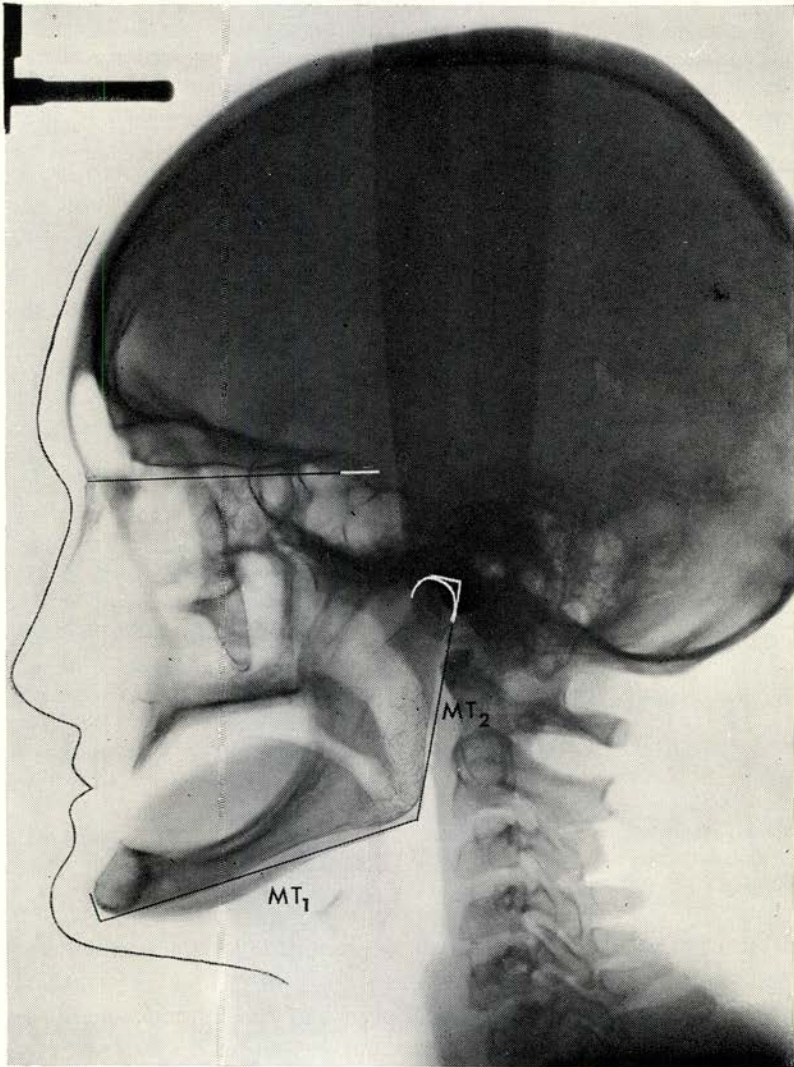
geeft de laterale röntgenschedelfoto en tracing weer van een jongen van 11½ jaar met een anodontie. Vanaf zijn derde jaar heeft hij volledige prothesen gedragen die, met het oog op de groei, regelmatig werden vernieuwd.
